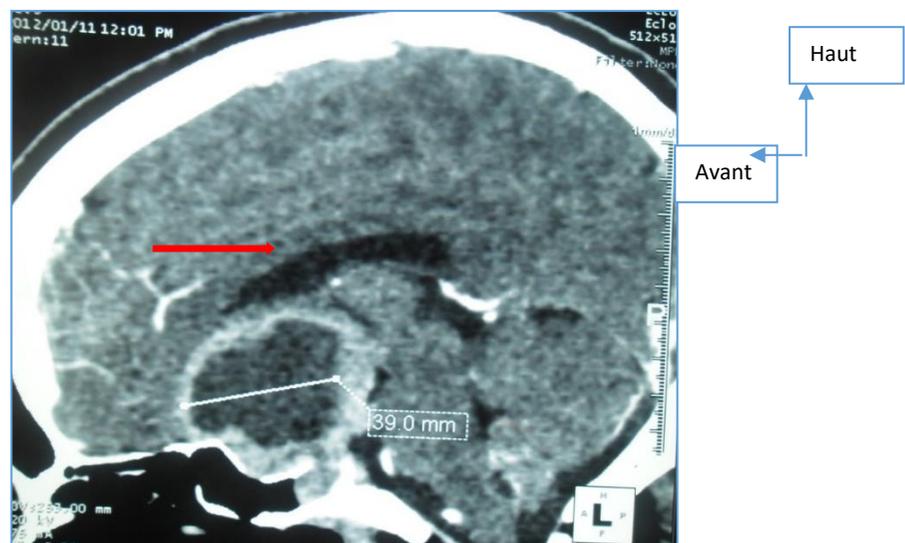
TDM cérébrale en coupe sagittale montrant un macroadénome hypophysaire intra et suprasellaire avec composante kystique.
